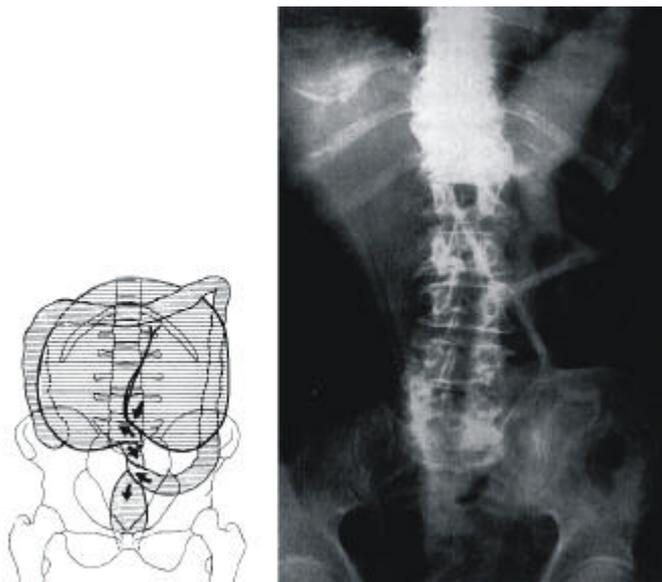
Representación del mecanismo de producción del vólvulo del sigmoides. En la radiografía se observa que el segmento volvulado ocupa el lado derecho.
